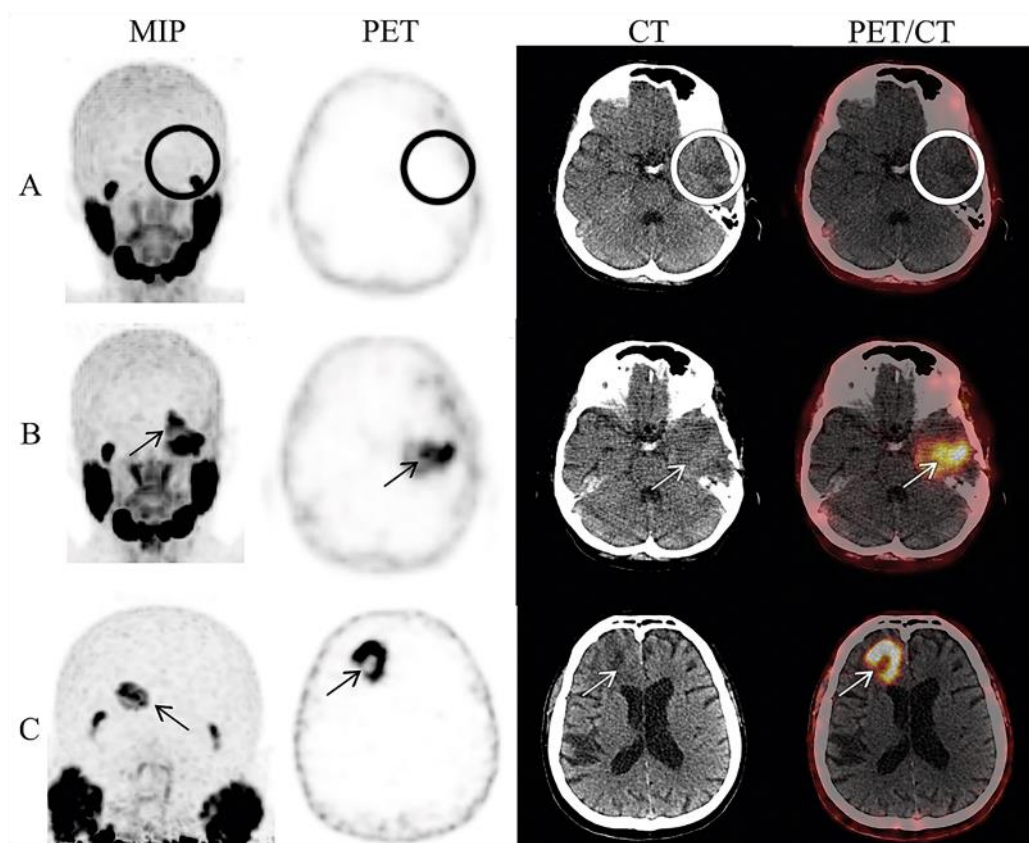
The example images of glioblastomas. MIP — maximum intensity projection; PET — positron emission tomography; CT — computed tomography; PET/CT — fused images of PET and CT (authors' own images); A, B — 53-years-old woman; A — with a primary diagnosis of astrocytoma, IDH-wildtype NEC WHO 2/3 in the left temporal lobe — without accumulation of [⁶⁸Ga]Ga-PSMA-11 in PET scans (MIP, PET, CT, PET/CT — circles); B — after 11 months, with recurrence of glioblastoma — glioblastoma, IDH-wildtype WHO 4 in left temporal lobe, with accumulation of [⁶⁸Ga]Ga-PSMA-11 in PET scans (MIP, PET, CT, PET/CT — arrows); C — 72-years-old man with glioblastoma, IDH-wildtype WHO 4 in right frontal lobe, with accumulation of [⁶⁸Ga]Ga-PSMA-11 in PET scans (MIP, PET, CT, PET/CT — arrows)
